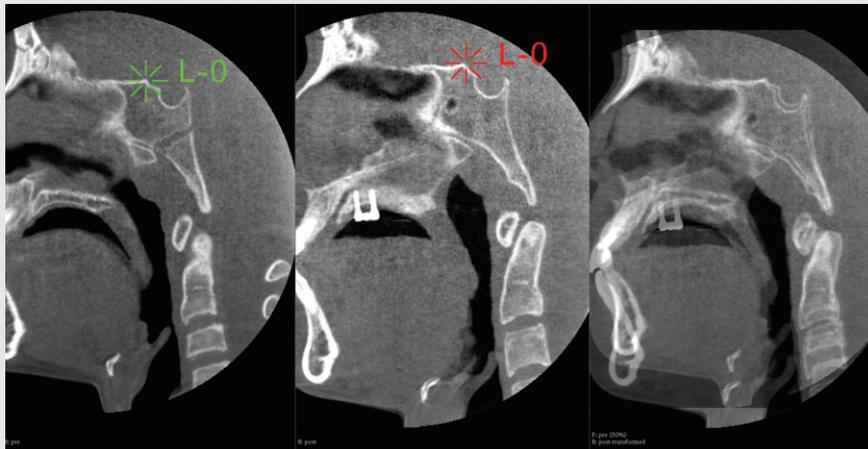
'Landmark registration' module superimposes two CBCT images by matching each landmark(green pretreatment landmark, red posttreatment landmark).
